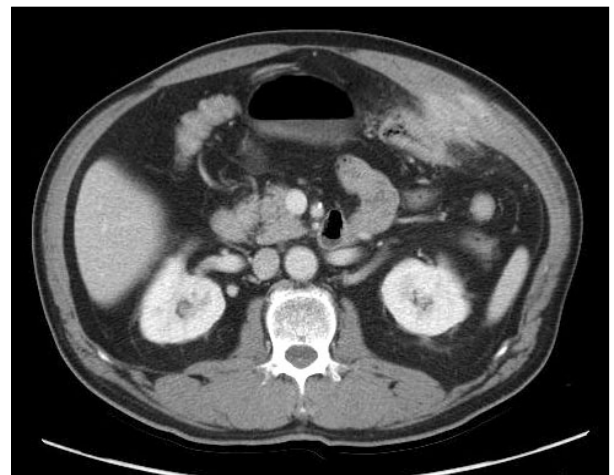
Follow-up computed tomography after 4 months shows increased size of enhancing mass with interval progression of infiltration into the abdominal wall and presumably to the transverse colon. Prominent peri-lesional infiltration is also demonstrated.
